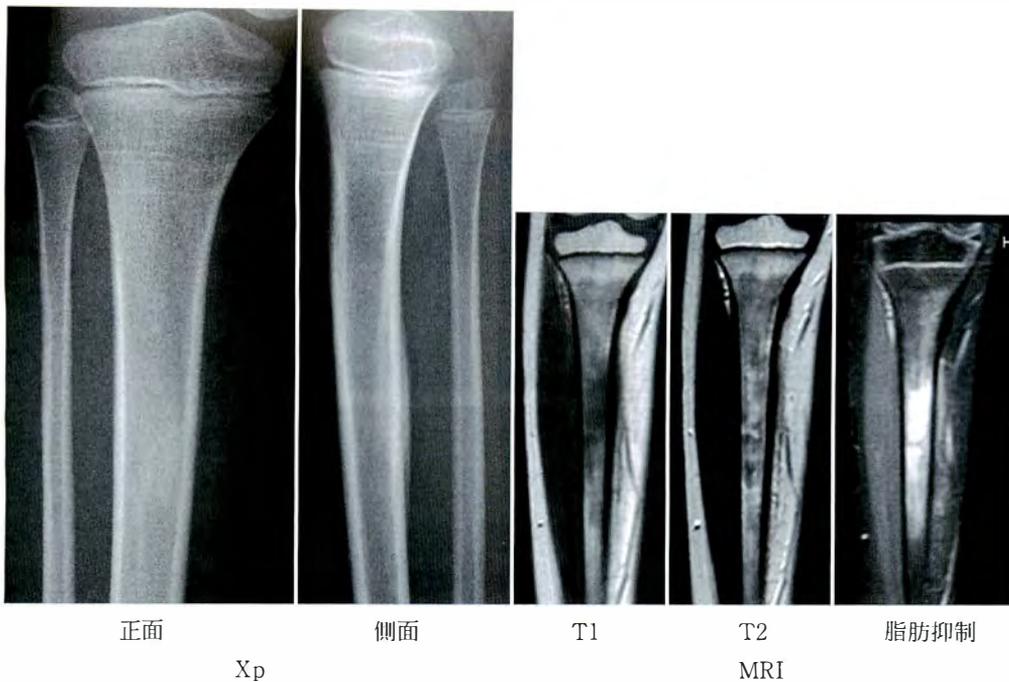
症例 2: 初診時単純 X 線, MRI 像
